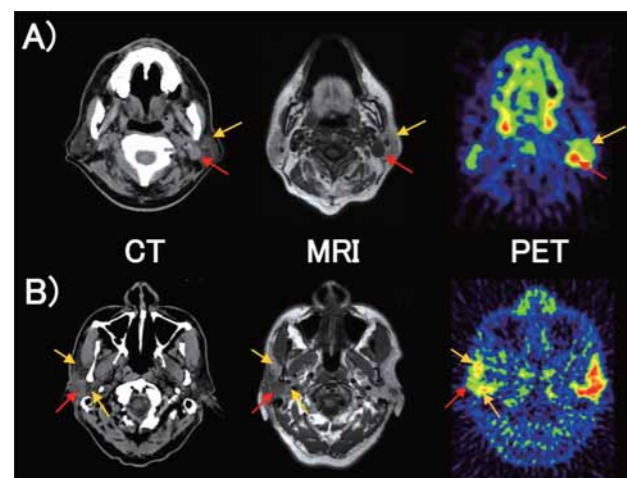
耳下腺癌の<sup>11</sup>C-メチオニンPET視覚的評価
